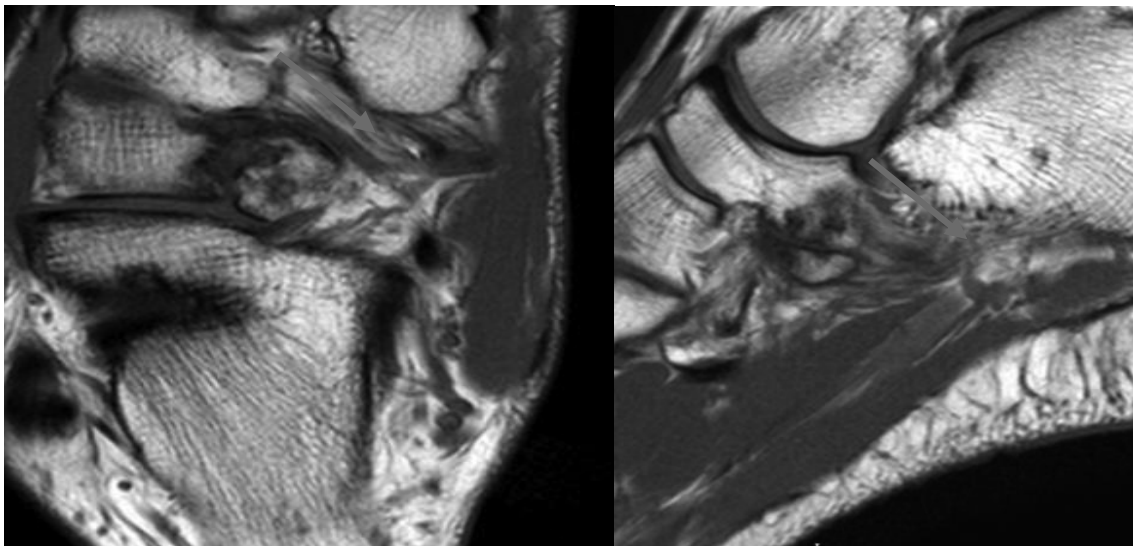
На МР-томограмах в аксіальній та сагітальній проекціях у режимі T1 FSE візуалізуються: суміжні суглобові поверхні човноподібної та кубоподібної кісток – нерівні, “зазубрені”, склерозовані, суглобова щілина між вказаними кістками має нерівномірну ширину. З анамнезу: Ч., 29 років, хронічний больовий синдром та обмеження рухів у стопі
